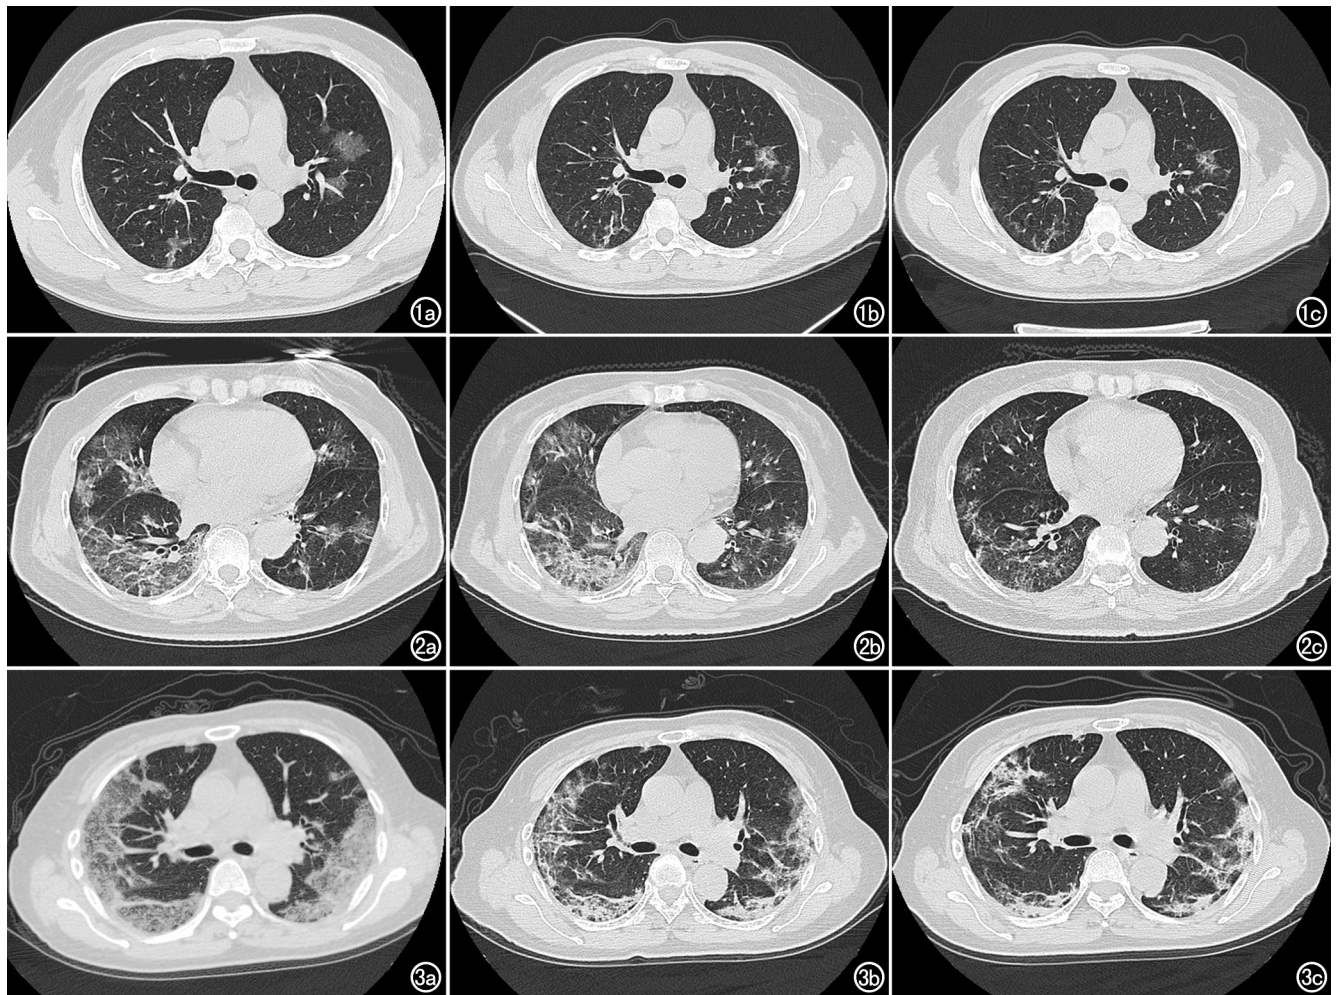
普通型NCP,男,48岁,发热咳嗽5天。a)发病5天胸部CT显示双肺上叶散在磨玻璃影,边缘模糊;b)发病11天复查胸部CT显示磨玻璃影减淡、范围缩小,其内可见小叶间隔增厚;c)发病14天复查胸部CT显示磨玻璃影进一步吸收,小叶间隔增厚较前减轻。图2 重型NCP,女,65岁,咳嗽、胸痛4天入院。a)发病4天胸部显示右肺中叶、左肺上叶舌段、双肺下叶弥漫分布磨玻璃影与纤维灶并存;b)发病10天,右肺下叶病灶增多、密度增高、实变加重,左肺下叶病灶局部小叶间隔增厚;c)发病15天,右肺中叶、左肺上叶舌段、双肺下叶病灶明显减少、密度减淡、范围缩小。图3 危重型NCP,女,64岁,发热、咳嗽、乏力、全身肌肉酸痛4天入院。a)胸部CT显示双肺广泛间质性改变、实变并磨玻璃影改变,中外带、胸膜下为主;b)发病8天复查胸部CT显示实变明显减轻、磨玻璃影减少,小叶间隔增厚较前明显;c)发病11天复查显示小叶间隔增厚进一步减轻。
